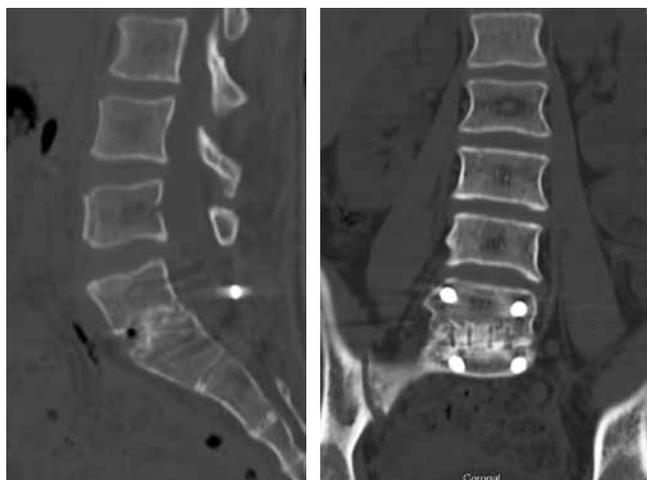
МСКТ поясничного отдела позвоночника через 1,5 года после операции
